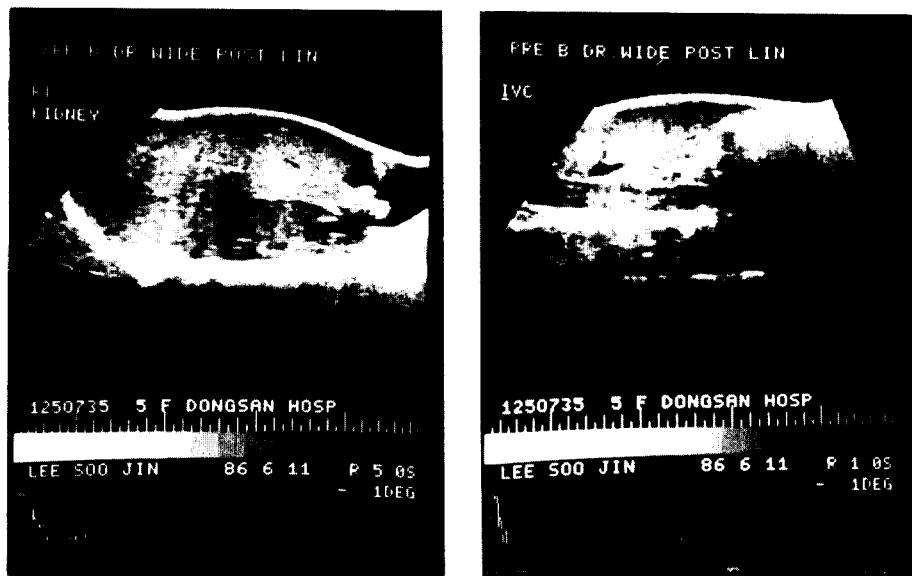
Abdominal ultrasonogram. Enlarged right kidney. Echogenic mass at the anterior portion of midpole compressing pelvocalyceal system. IVC, distended, contains echogenic materials.
